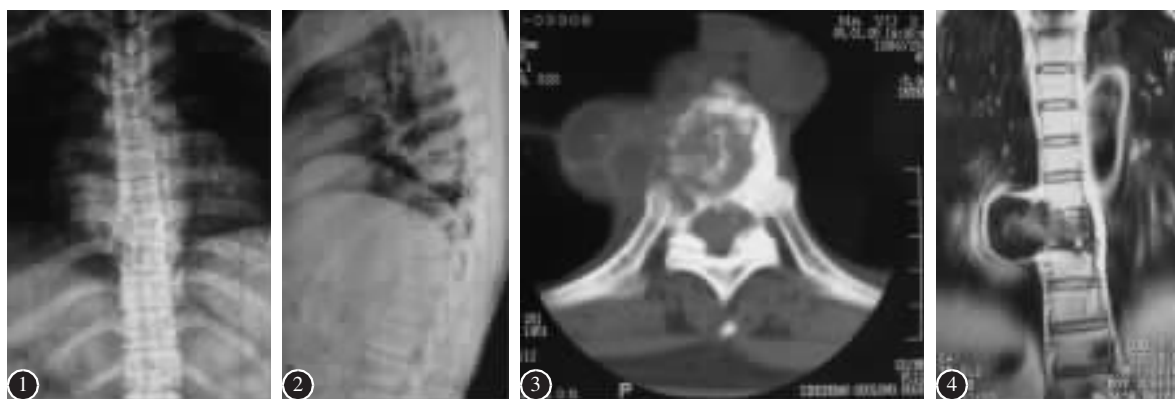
2 术前正侧位 X 线片示 T8 椎体骨质破坏呈虫蛀样改变, 椎体楔形变, T8/9 椎间隙狭窄并后凸畸形 图 3 CT 示 T8 椎体见多个大小不等的囊状膨胀性低密度骨缺损, 有硬化环的软组织肿块突向椎体右侧及椎管形成边缘清晰 图 4 MRI 冠状面示 T8 椎体呈中低混杂信号, 右缘处见囊实性病灶, 病灶呈高低混杂信号, 以高信号为主, 边界清晰, 病灶内可见分隔
